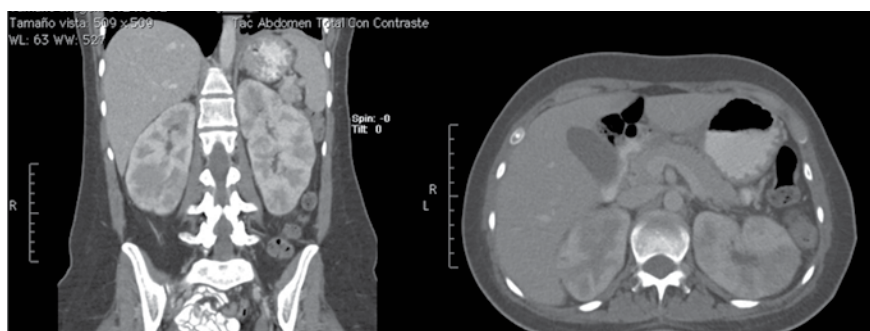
Tomografía de abdomen: riñones aumentados de tamaño con realce anormal del medio de contraste que evidencia múltiples lesiones hipodensas bilaterales, tanto en la corteza como en la medula, sugestivas de infiltración tumoral
